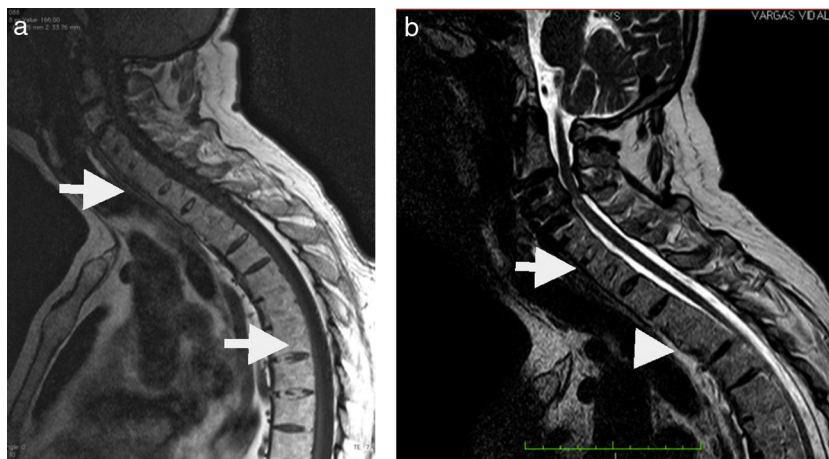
RM demostrando señal similar a la médula ósea en espacios discales. Una imagen ponderada en T1 (a) y otra en T2 (b) muestran señal de médula ósea en discos vertebrales (flechas).
